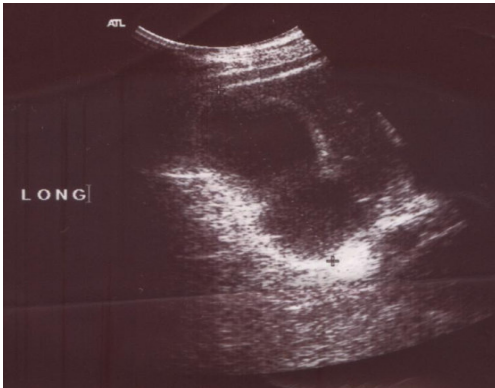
l'échographie abdominale montre une vésicule distendue à paroi épaissie par endroit et elle est divisée en deux parties par une membrane.
